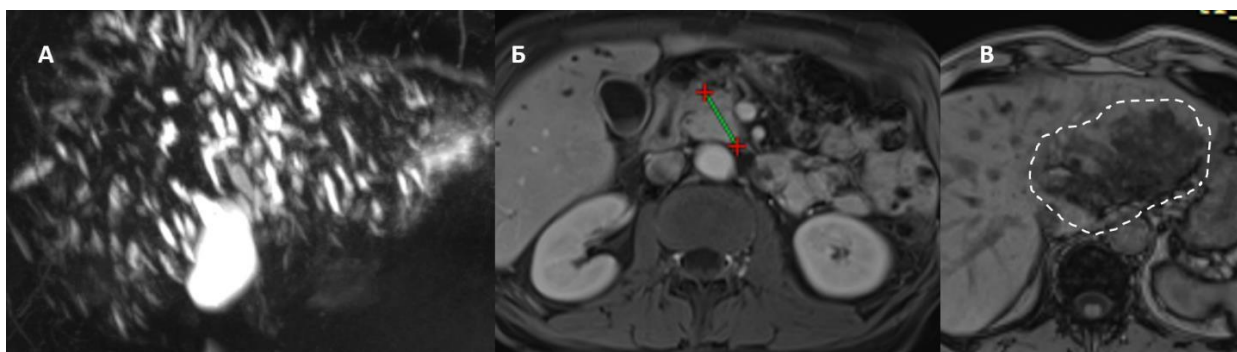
МРТ: четкообразная деформация желчных протоков в обеих долях печени (А); небольшое увеличение размеров головки поджелудочной железы до 3,28 см (Б); сегментарный стеатоз в SII-левой порции SI (В)
